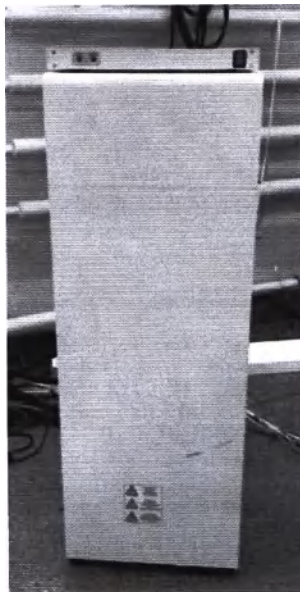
Устройство рентгеновское питающее РПУ – «ОКО»
